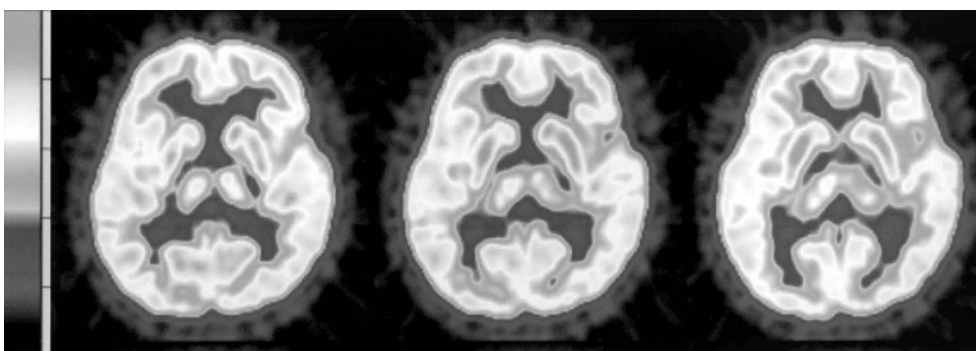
Follow-up brain 18FDG-PET, which was performed after treatment, reveals complete normalization in glucose metabolism in the cerebral cortex.
